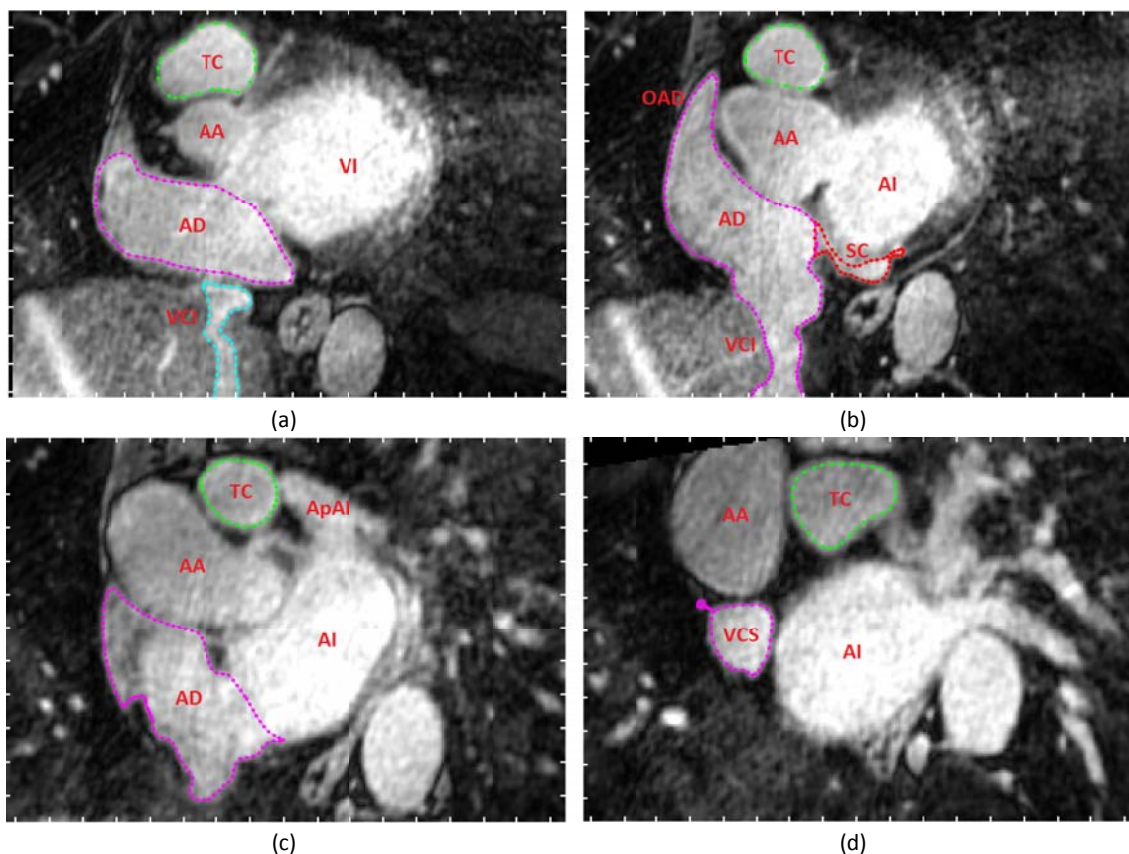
Resultados de la segmentación manual del endocardio de todo el lado derecho del corazón sobre las imágenes de DE-MRI. Cortes a diferentes niveles de la región auricular: (a)-(b) nivel aurículo-ventricular, (c)-(d) nivel medio auricular. VI: ventrículo izquierdo. AI: aurícula izquierda. AD: aurícula derecha. ApAI: apéndice de la AI. OAD: orejuela de la AD. AA: arteria aorta. TC: tronco pulmonar. VCI: vena cava inferior. VCS: vena cava superior
